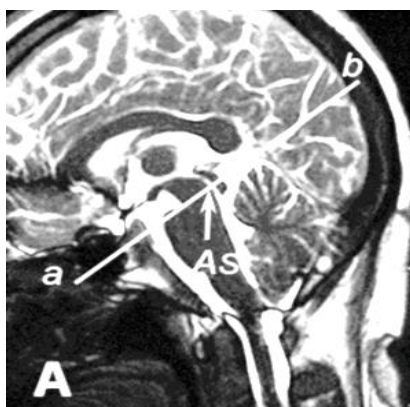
Исследование методом функциональной фазоконтрастной T_2 -взвешенной МРТ визуализации скорости течения ЦСЖ в Сильвиевом водопроводе. Линия *ab* показывает плоскость и угол среза, необходимые для правильного исследования, *AS* указывает Сильвиев водопровод
